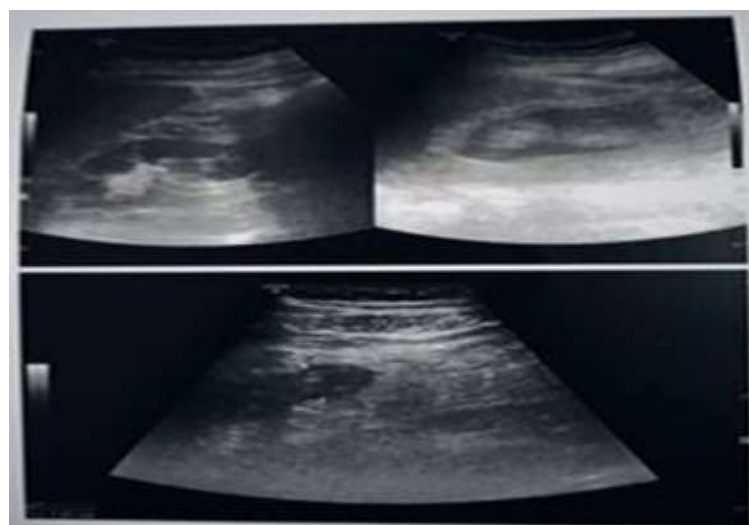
Image échographique montrant une appendicite aiguë du malade concerné
